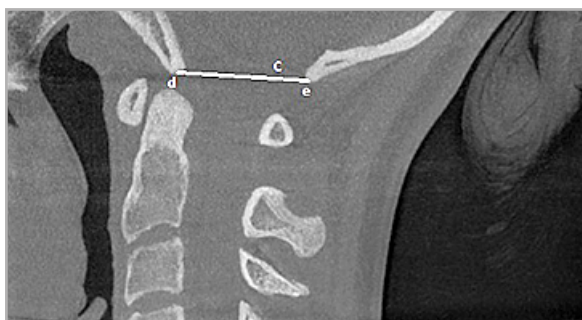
КЛКТ-томограмма, MPR в сагиттальной плоскости. Ориентировочный показатель (С — линия Мак-Рея)
